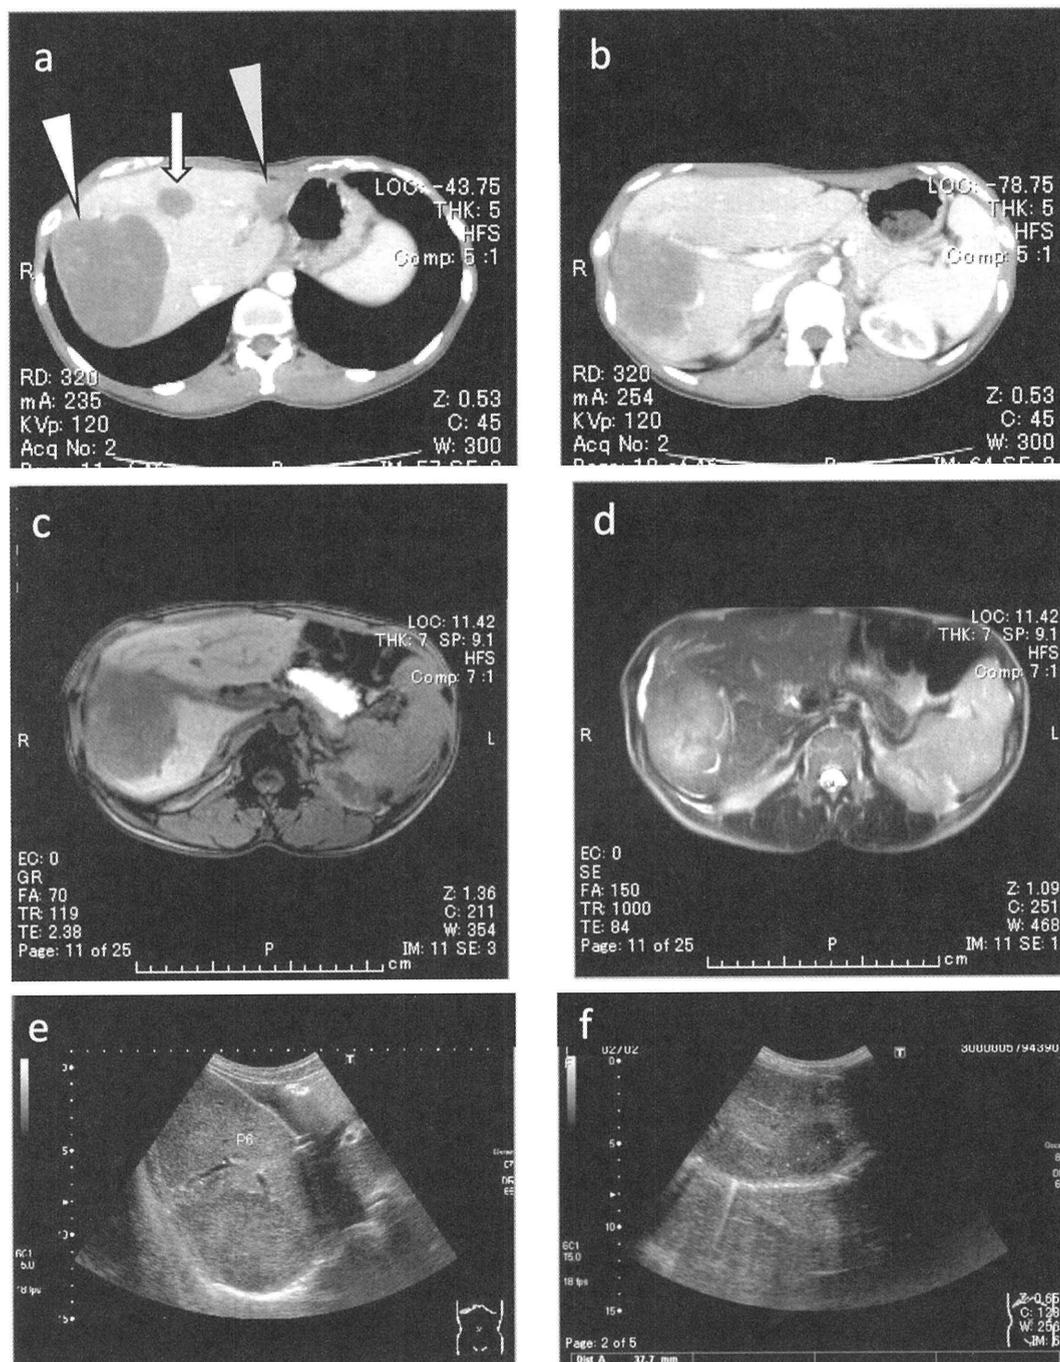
前医の造影CT；肝S8-7にかけて径8 cm (白矢頭)、S4に4 cm (白矢印)、外側区に径2 cmの腫瘍 (灰色矢頭) を認めた (a, b)。前医のMRI；腫瘍は全体的に乏血性であり、T1強調像で低信号、T2強調像で高信号を呈した (c；T1強調、d；T2強調)。前医の腹部超音波像；肝S8-7の腫瘍 (e) も外側区の腫瘍 (f) のいずれも低エコー像を呈した。
